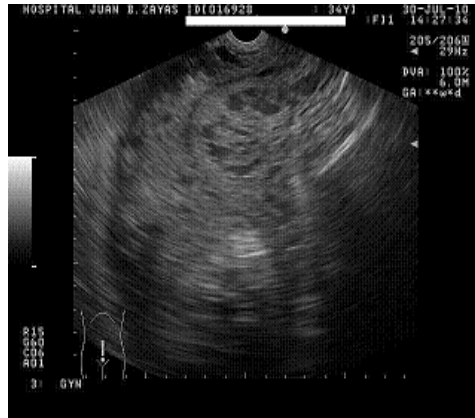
Repetición de la ecografía*
